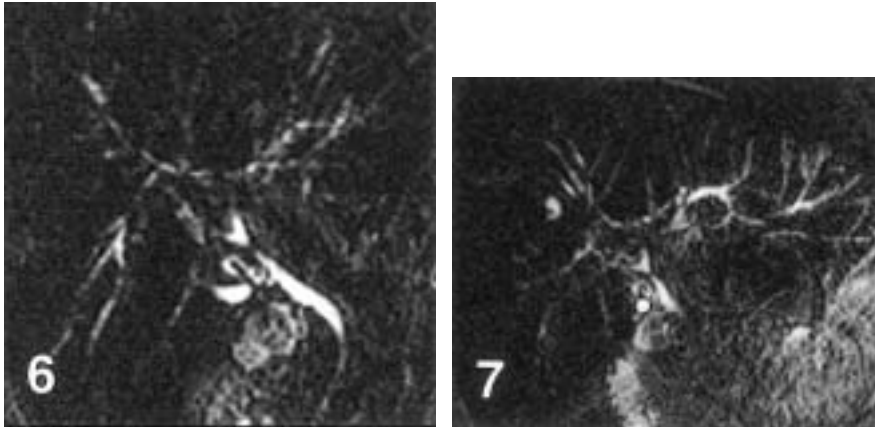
Cholangio-IRM TE long, coupe épaisse 20 mm.
